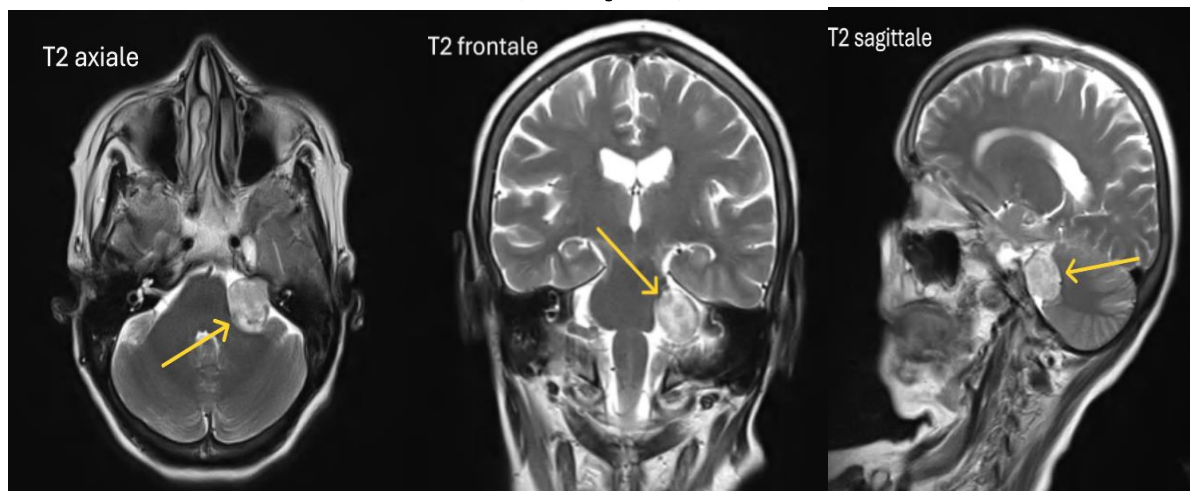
IRM encéphalique de contrôle après 1 an de la patiente I.F en coupes axiale, frontale et sagittale pondérées T2 montrant un aspect quasi stable du neurinome de l'APC gauche (Flèche jaune)
